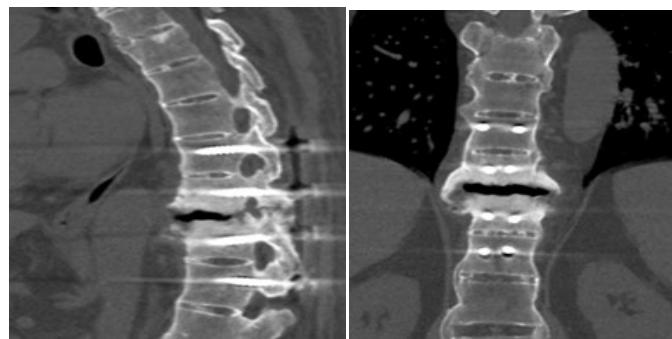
Компьютерная томография грудного отдела на 14 месяц после операции
